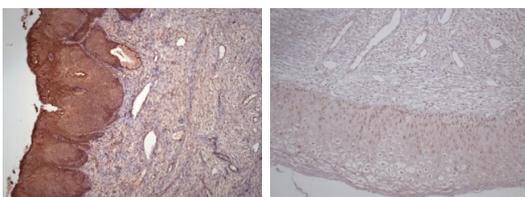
IL-1 β 左 CT(+), 右 CT(-)
